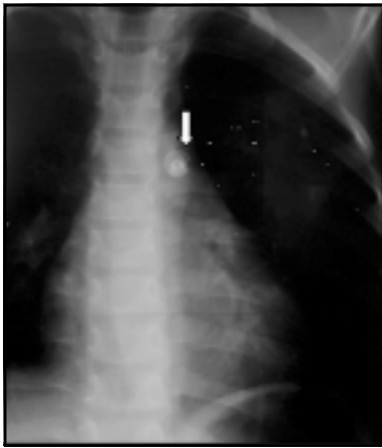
Caso clínico 10. CE (stent). Radiografía de tórax ántero posterior.
